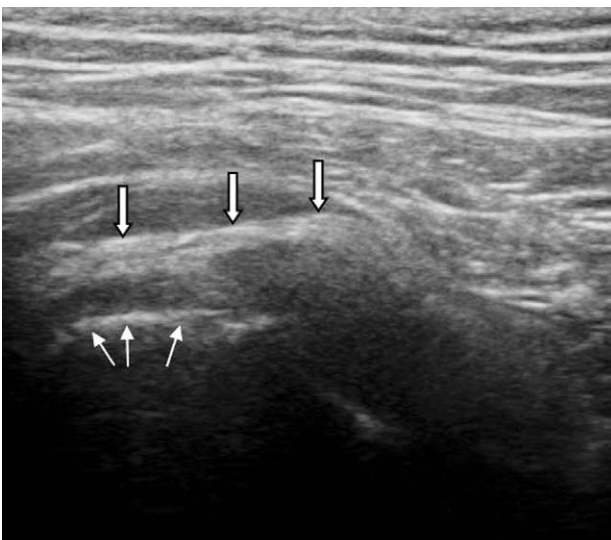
Posterior hip ultrasonography shows ischial tuberosity (small arrows) and hamstring tendons (block arrows).
